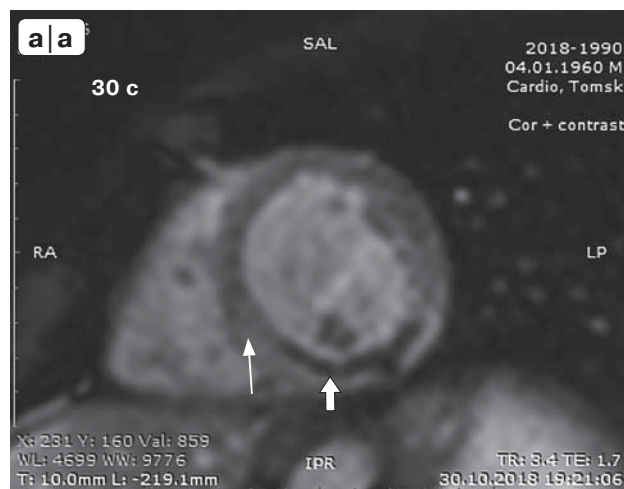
Динамические МР-томограммы сердца с парамагнитным контрастным усилением пациента Т-ва с обширным ОИМ задней стенки левого желудочка вследствие острой окклюзии правой коронарной артерии с успешным догоспитальным тромболизисом, осуществленным спустя 2 ч 40 мин после начала приступа ангинозных болей и последующим ЧКВ и стентированием. Томосрезы по короткой оси сердца ("двухкамерный срез") на уровне середины левого желудочка спустя 30 с (а), 90 с (б) и 5 мин 30 с (в) после введения контраста-парамагнетика. Стрелкой отмечена зона выраженной субэндокардиальной гипоперфузии по задней стенке, в которой, однако, затем происходит заметное накопление парамагнетика, очевидно при сравнении рис. 4, в и рис. 4, а. Тонкой стрелкой указан участок задней части перегородки и прилегающей к ней базальной стенки, где гипоперфузии нет, но повреждение имеет место и контраст-парамагнетик накапливается.
